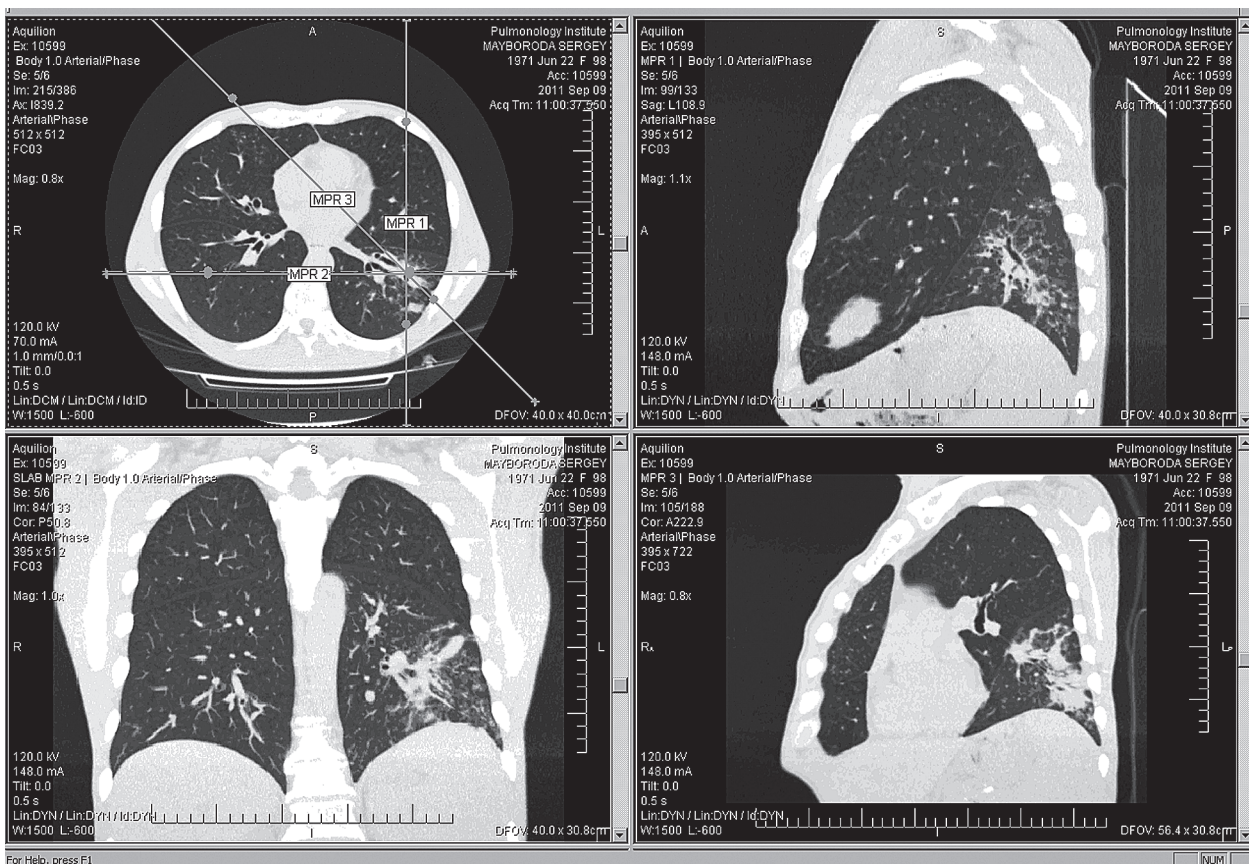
МСКТ хворого М. (закінчення інтенсивного етапу лікування)
